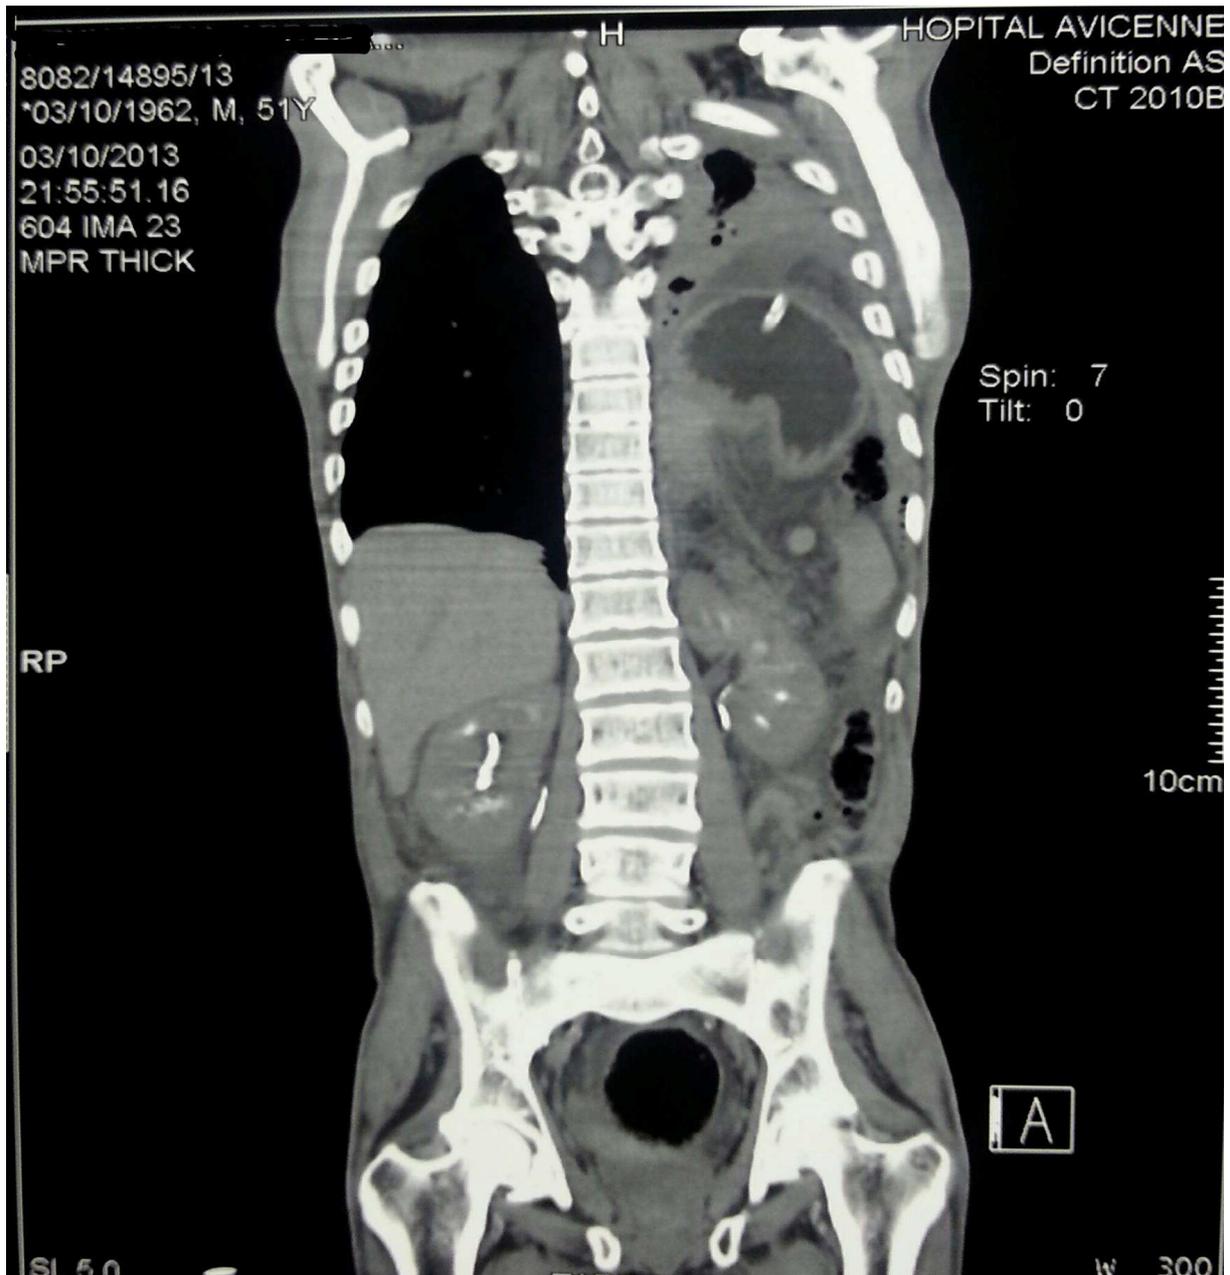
TDM thoraco-abdomino-pelvienne chez l'un de nos patients présentant une hernie diaphragmatique associée à un volvulus du sigmoïde
